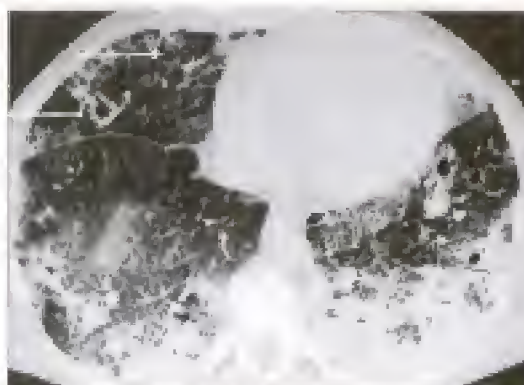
TDM thoracique : coupe parenchymateuse
